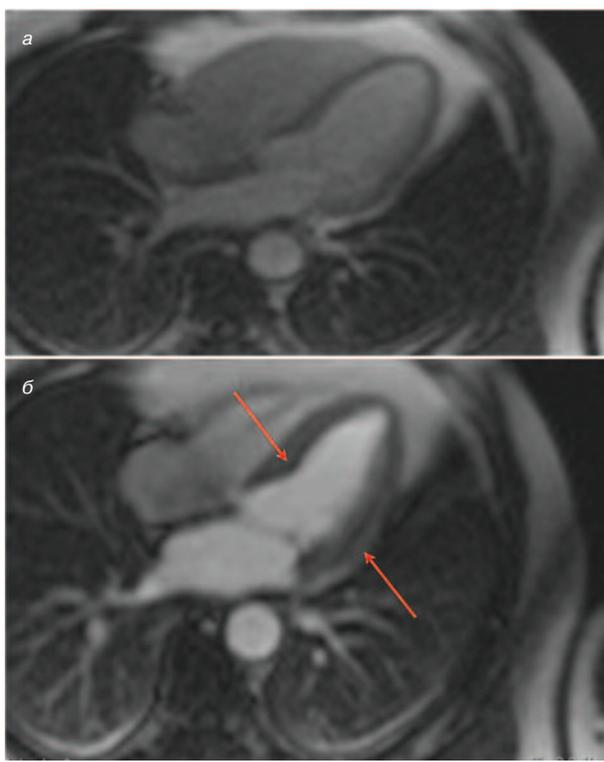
Стресс-МРТ с контрастным усилением при фармакологической нагрузке (дипиридамолом): а – период покоя, зон нарушений локальной перфузии не выявлено; б – сканирование проведено после введения максимальной нагрузочной дозы дипиридамола (0,84 мг/кг), визуализируются дефекты перфузии в области межжелудочковой перегородки и боковых стенок ЛЖ (красные стрелки).
